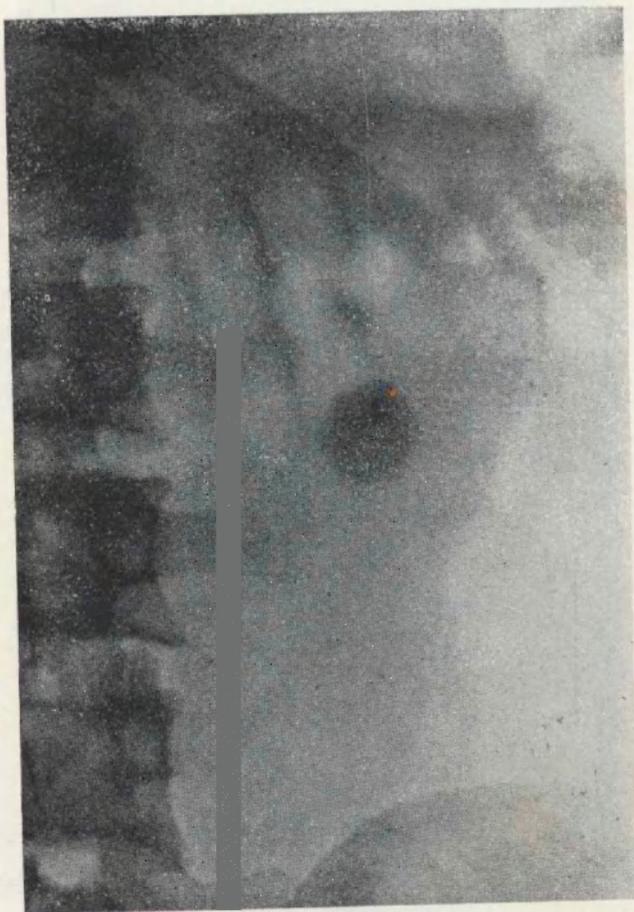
Obs. 2.* — Radiografía simple que visualiza el cálculo en la proyección del riñón izquierdo.
